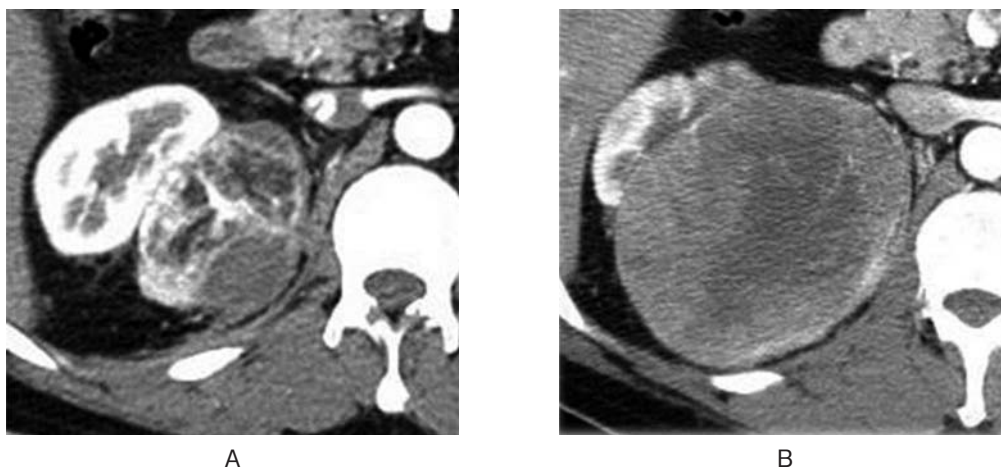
(A) In 2013, contrast-enhanced CT showed a right renal tumor (7 cm-diameter) with fatty density pattern (-70 HU) and radiologic diagnosis was AML. (B) In 2016, CT showed an increase in the size of the right tumor to 11 cm with little fat component and hypervascularity.
